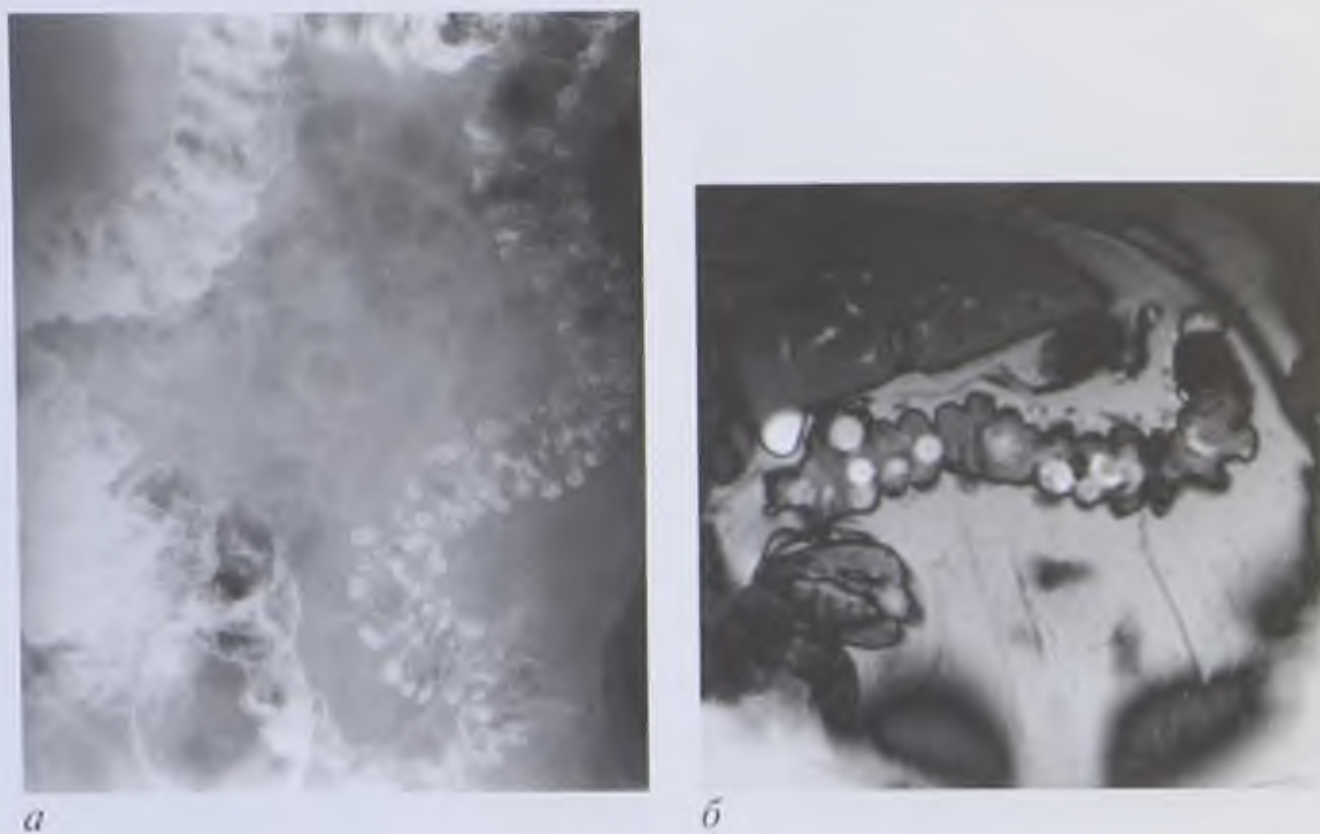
Дивертикулез толстой кишки: *а* — ирриграмма; *б* — магнитно-резонансная томограмма во фронтальной плоскости
